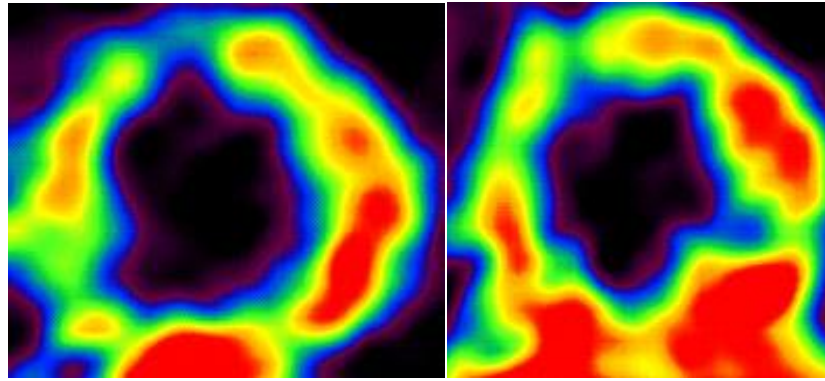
Динамика данных ПЭТ с ФДГ через 12 месяцев наблюдения
